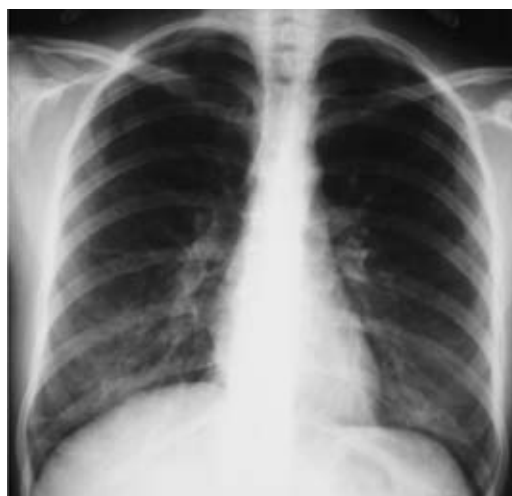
Radiografia torácica
